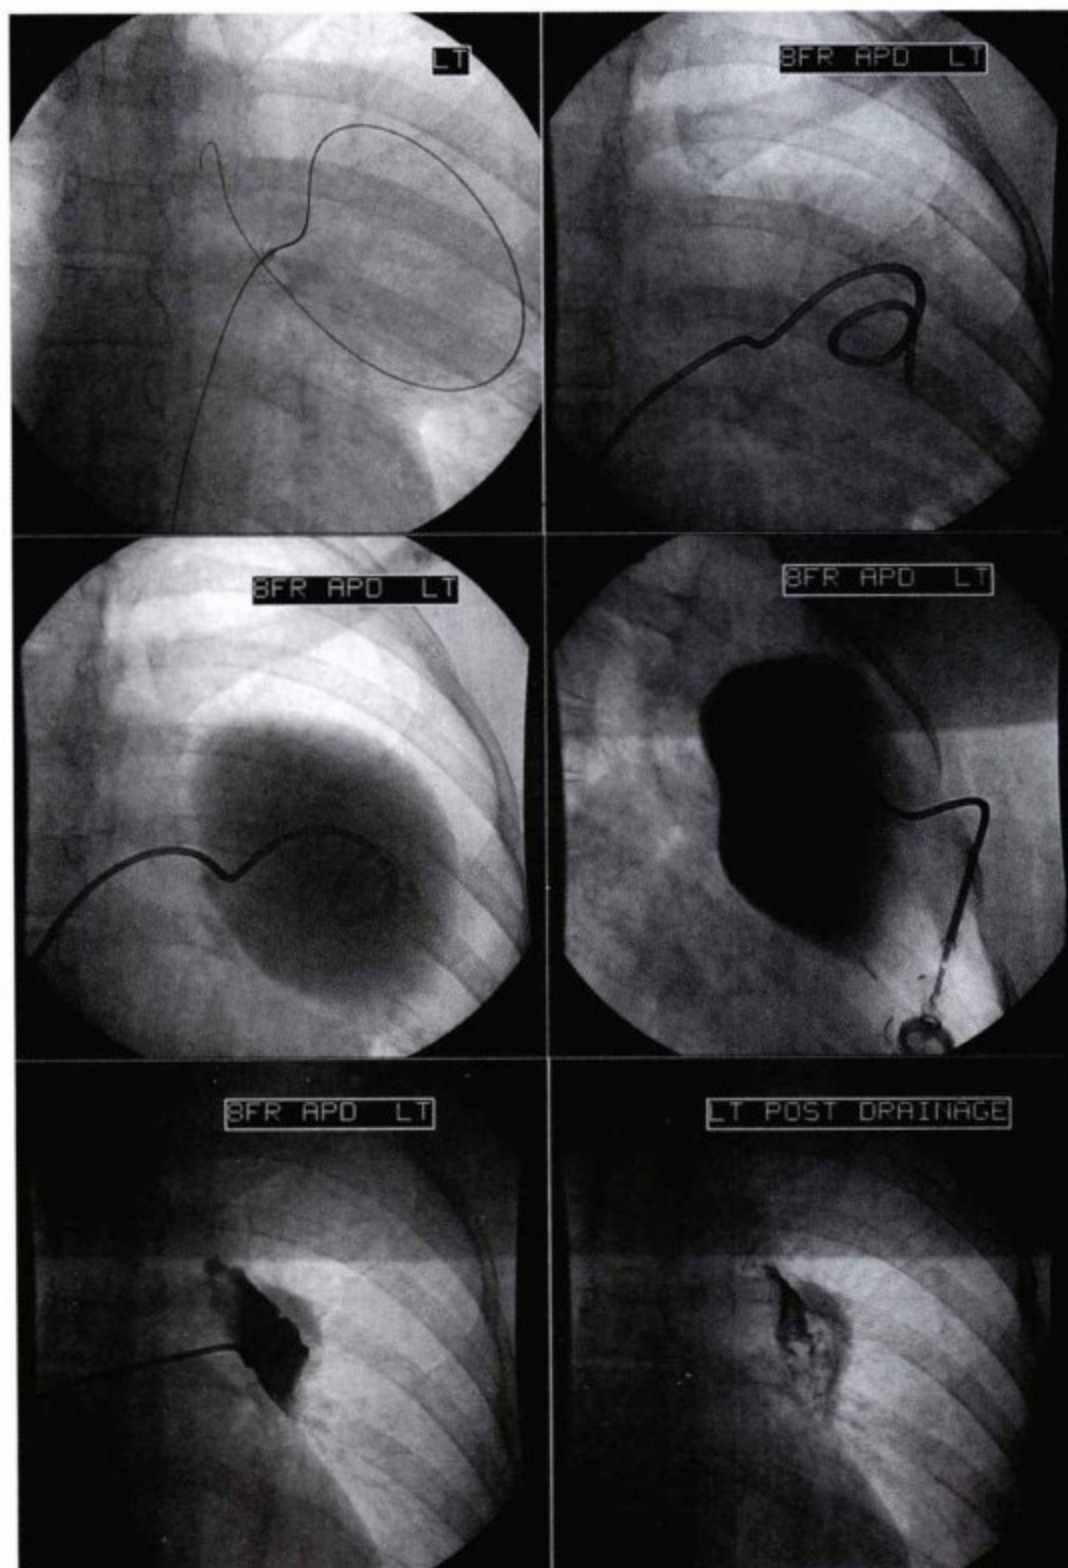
在超声引导下进行心包囊肿穿刺引流。左上图, 插入导丝。右上图, 套入引流导管。左中图, 注入染色剂标记囊肿。右中图, 抽吸液体。左下图, 囊肿塌陷。右下图, 囊腔几乎变空。
